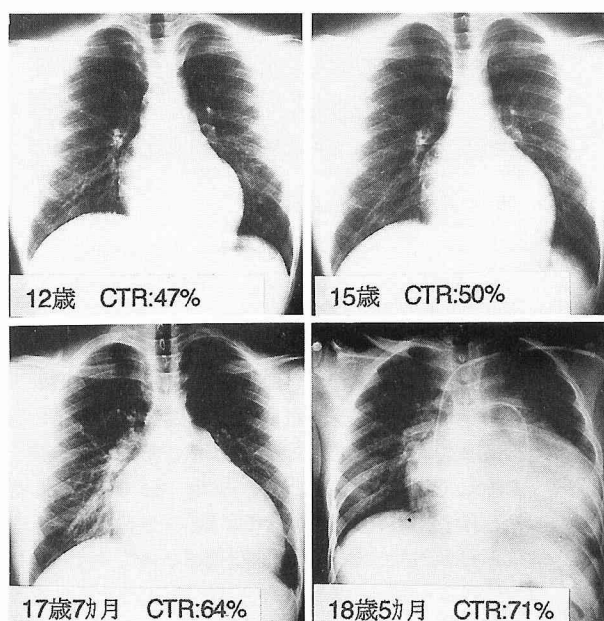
心症状主体の患者2の胸部X線写真の経時的変化
